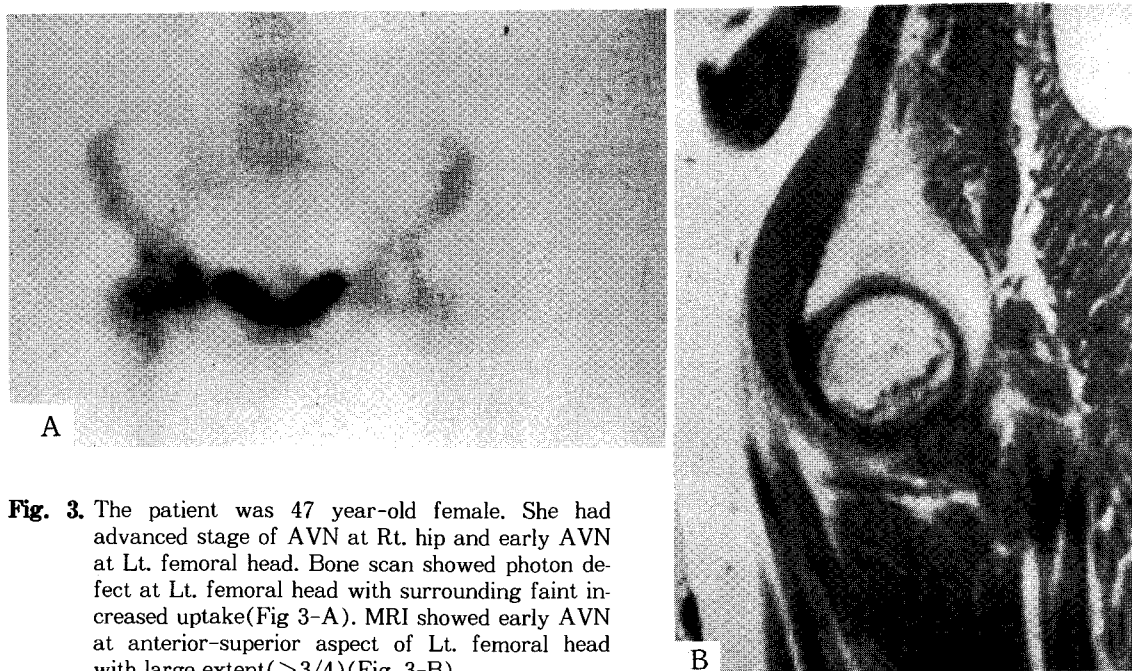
The patient was 47 year-old female. She had advanced stage of AVN at Rt. hip and early AVN at Lt. femoral head. Bone scan showed photon defect at Lt. femoral head with surrounding faint increased uptake(Fig 3-A). MRI showed early AVN at anterior-superior aspect of Lt. femoral head with large extent(>3/4)(Fig. 3-B).
